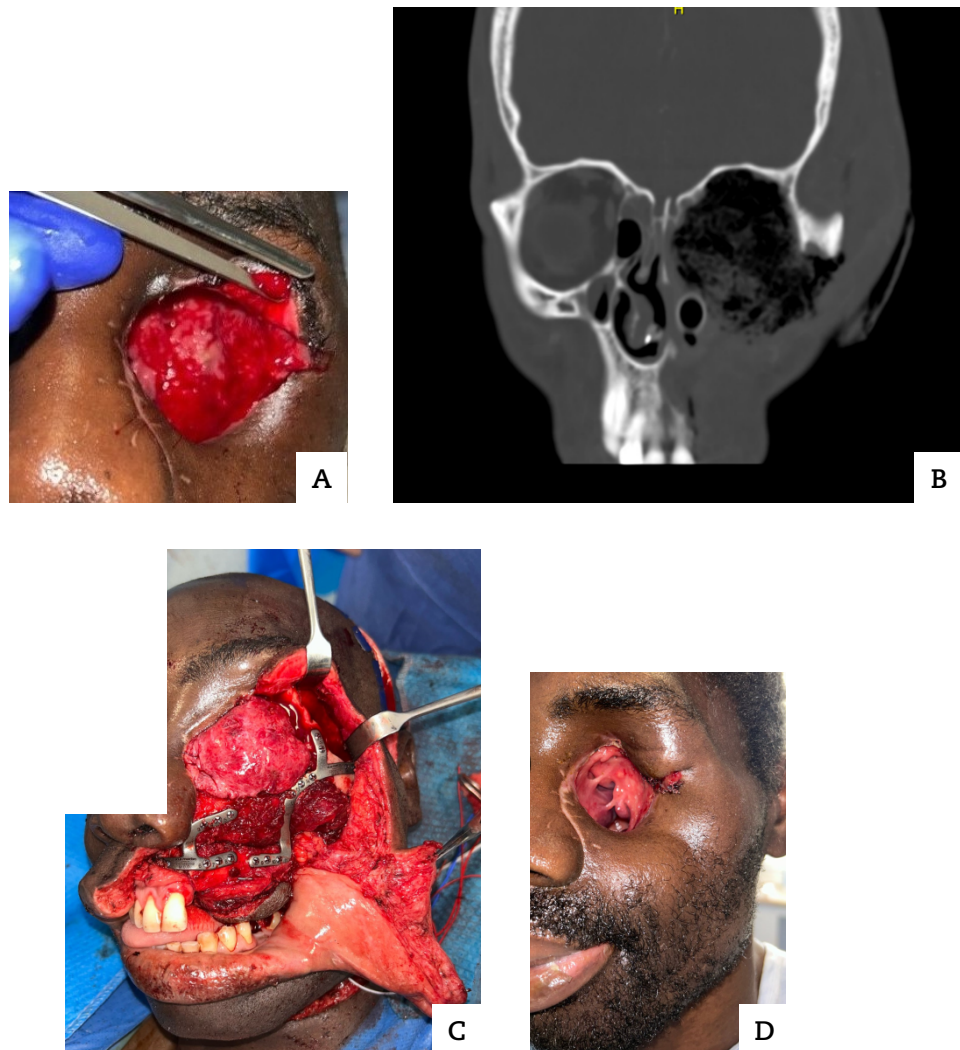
A) Fotografía facial tras las cirugías resectivas. B) Tomografía computadorizada tras cirugías resectivas, mostrando una cavidad anoftálmica con defecto de pared medial y suelo orbitarios izquierdos, así como ausencia de huesos malar y maxilares izquierdos. C) imagen intraquirúrgica de la reconstrucción mediante colgajos temporal y peroneo. D) fotografía tras cirugía reconstructiva.
